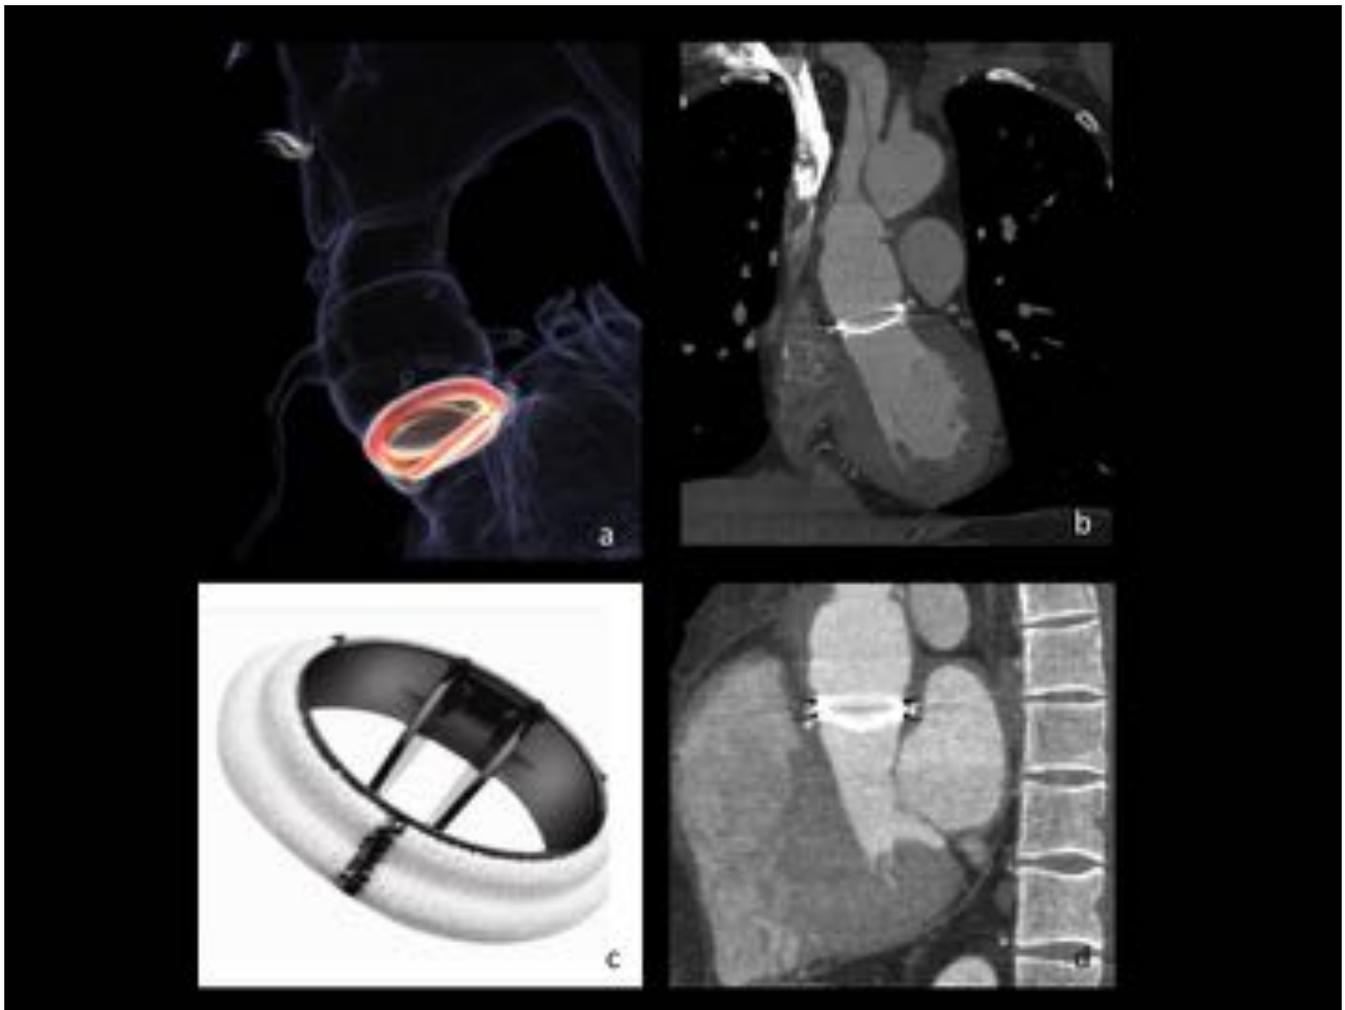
(c). imagen de prótesis válvular aórtica mecánica. (a) prótesis mecánica aórtica en injerto valvulado con reconstrucciones coronales y oblicuas obtenidas mediante TC con contraste.
